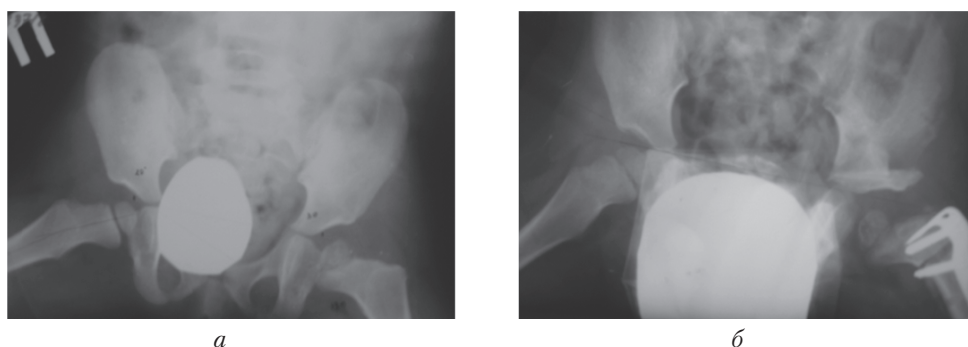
Доопераційна рентгенограма таза з відведенням кінцівок дівчинки С. 3 років (а). Двостороння дисплазія КС, кістоподібні вогнища, сплюснення ГСК зліва. Через 5 міс після оперативного лікування (МОСК, остеотомія таза за Солтером) зберігаються ознаки кістоподібної перебудови ГСК (б)
